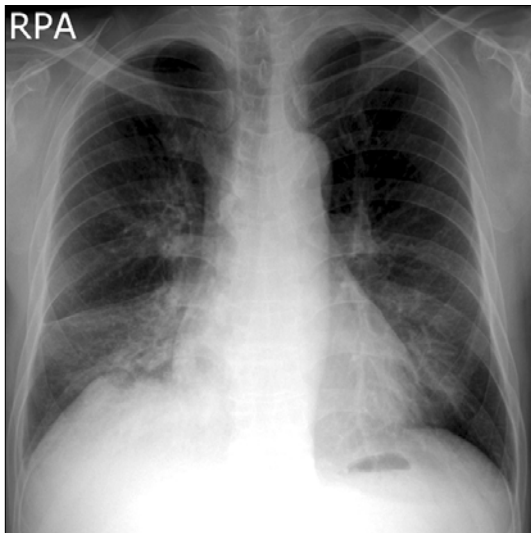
Initial chest X-ray shows multifocal consolidation on right and left lower lung.
